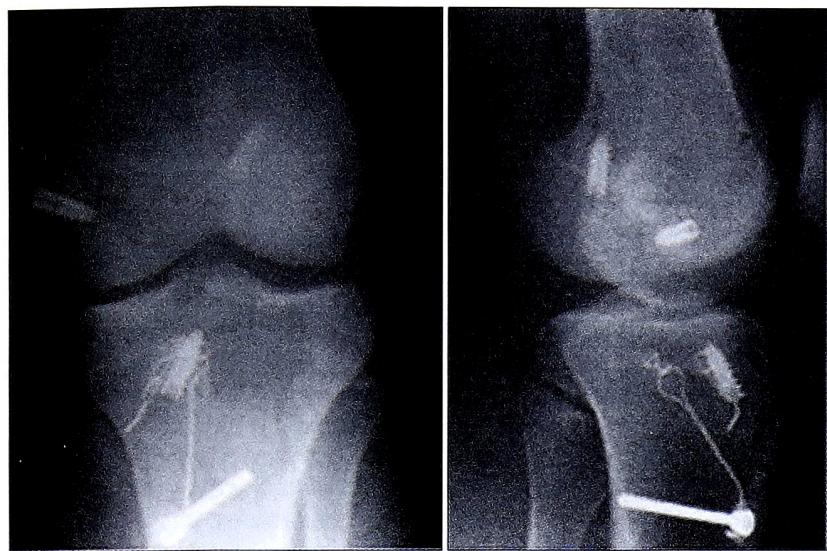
Рентгенологический контроль фиксации трансплантатов задней и передней крестообразных связок винтами Куросака и бикортимальным винтом.
